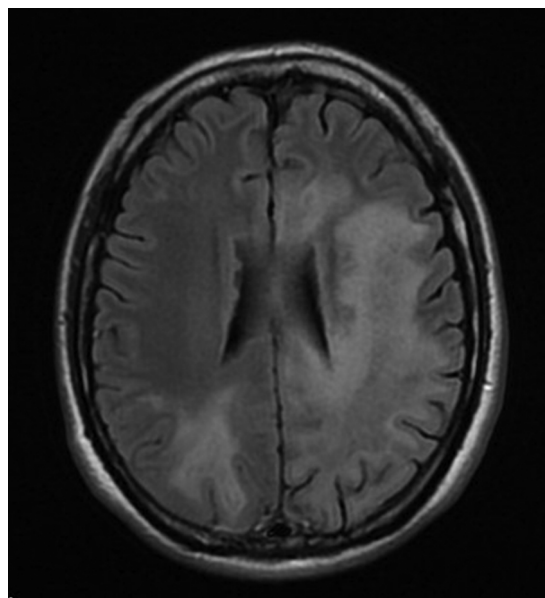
RMI: secuencia FLAIR axial: la extensión de la lesión provoca edema que alcanza la topografía adyacente a la prolongación frontal del ventrículo lateral izquierdo y el lóbulo occipital derecho. Asimismo se ven afectadas la corona radiata y los centros semiovais del lado izquierdo.
